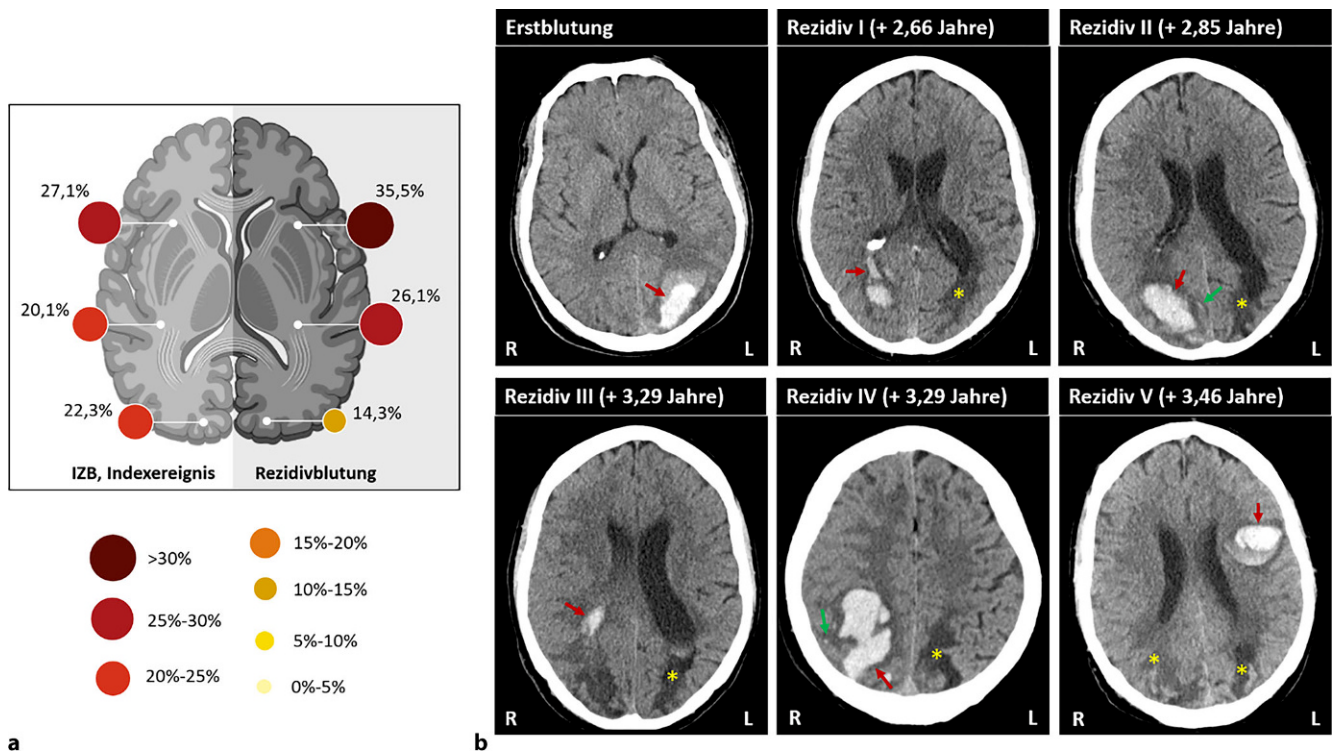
Räumliche und zeitliche Clusterung von Rezidivblutungen bei einem exemplarischen CAA-Patienten. a Zeigt die räumliche Clusterung von Erst- und Rezidivblutung. (Adaptiert nach [5]). b Zeigt beispielhaft die zeitliche und räumliche Clusterung der Rezidivereignisse von IZB (hyperdens) bei einem 59-jährigen männlichen CAA-Patienten (verstorben 4,31 Jahre nach Erstblutung), gelber Stern, Defektareal nach IZB; rote Pfeile fingerförmige Projektionen der IZB, grüne Pfeile SAH-Anteile, determinieren das Vorliegen einer CAA gemäß der Edinburgh-CT-Kriterien, CAA zerebrale Amyloidangiopathie, CT Computertomographie, IZB intrazerebrale Blutung, SAH Subarachnoidalblutung [8]
